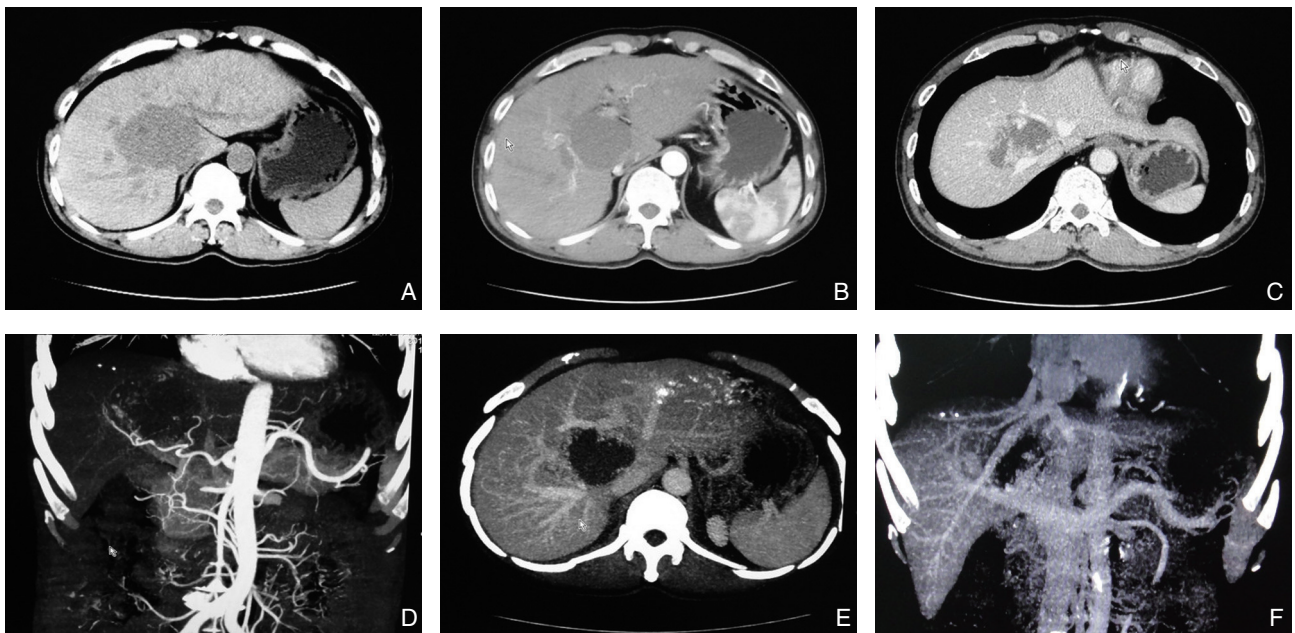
术前 CT 图像 A: CT 平扫; B: 动脉期; C: 门脉期; D: CT 三维重建血管瘤与肝右动脉的关系; E: CT 三维重建血管瘤与门静脉的关系; F: CT 三维重建血管瘤与肝静脉、下腔静脉的关系
